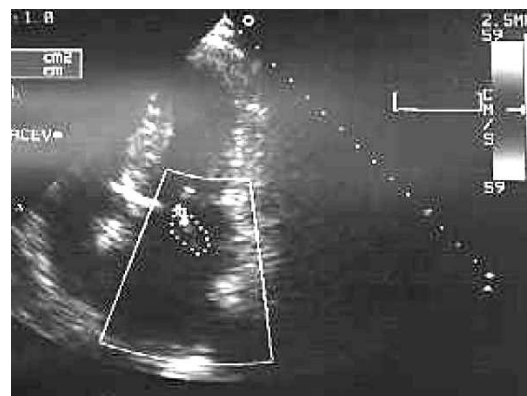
Ecocardiograma transtorácico. PICC en cavidades derechas sobre anillo valvular tricúspide.
